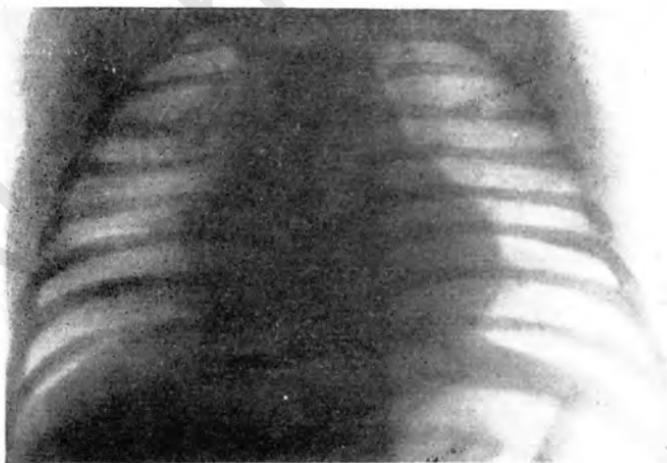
Рентгенограмма Лены П., 2 месяцев. Коклюш. 6-й день судорожного периода. Двусторонняя сливная пневмония, выраженное вздутие легких.
